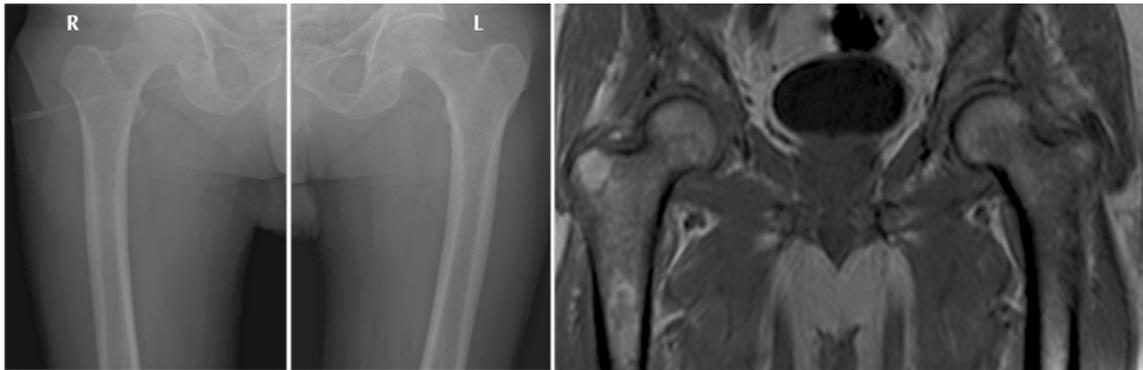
Valor de la imagen de resonancia magnética *versus* la radiología convencional (serie ósea metastásica). En las imágenes de resonancia magnética se evidencia la infiltración de la médula ósea, mientras que la serie ósea metastásica en los fémures se consideró sin alteraciones.
